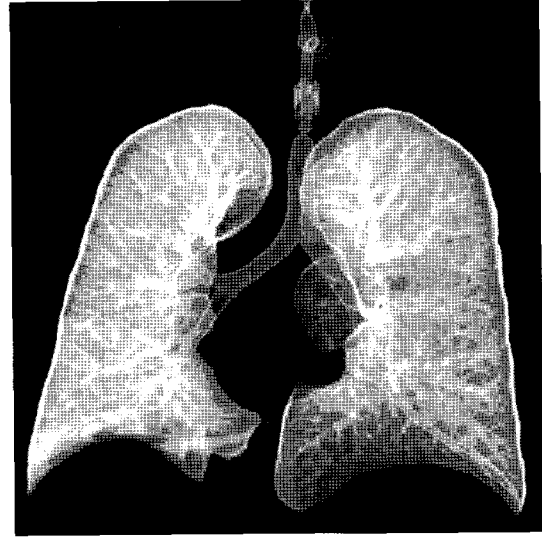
Chest CT shows severe tracheal stenotic lesion.
